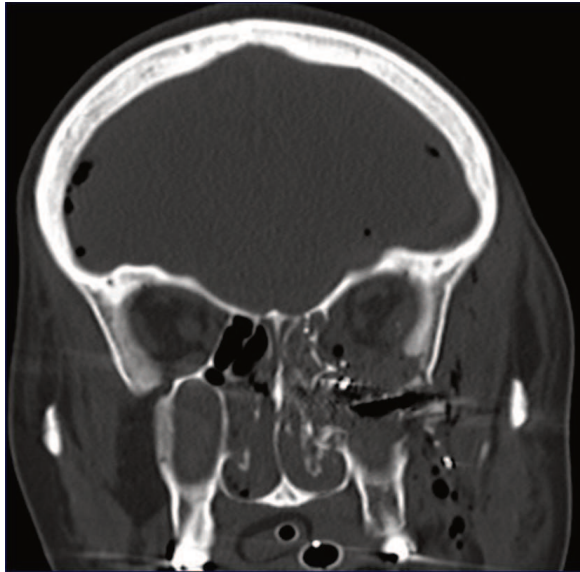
Imagen Coronal de TC de cráneo donde se visualiza múltiples niveles de neumoencéfalo a nivel intracraneal y de partes blandas a nivel facial.
